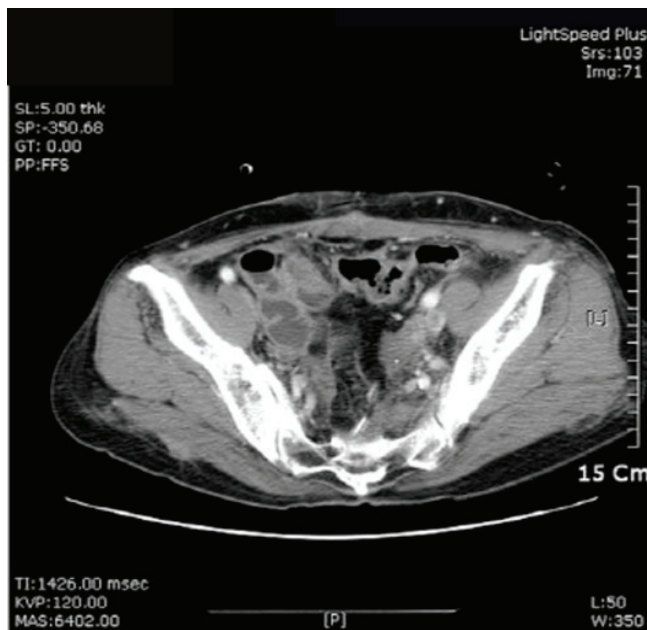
Contrast enhanced computerized tomography of pelvis demonstrates that the rectovesical fistula no longer exists and there is no evidence of complicated fluid collection in the pelvic cavity. This scan was performed 2 weeks after the operation.
